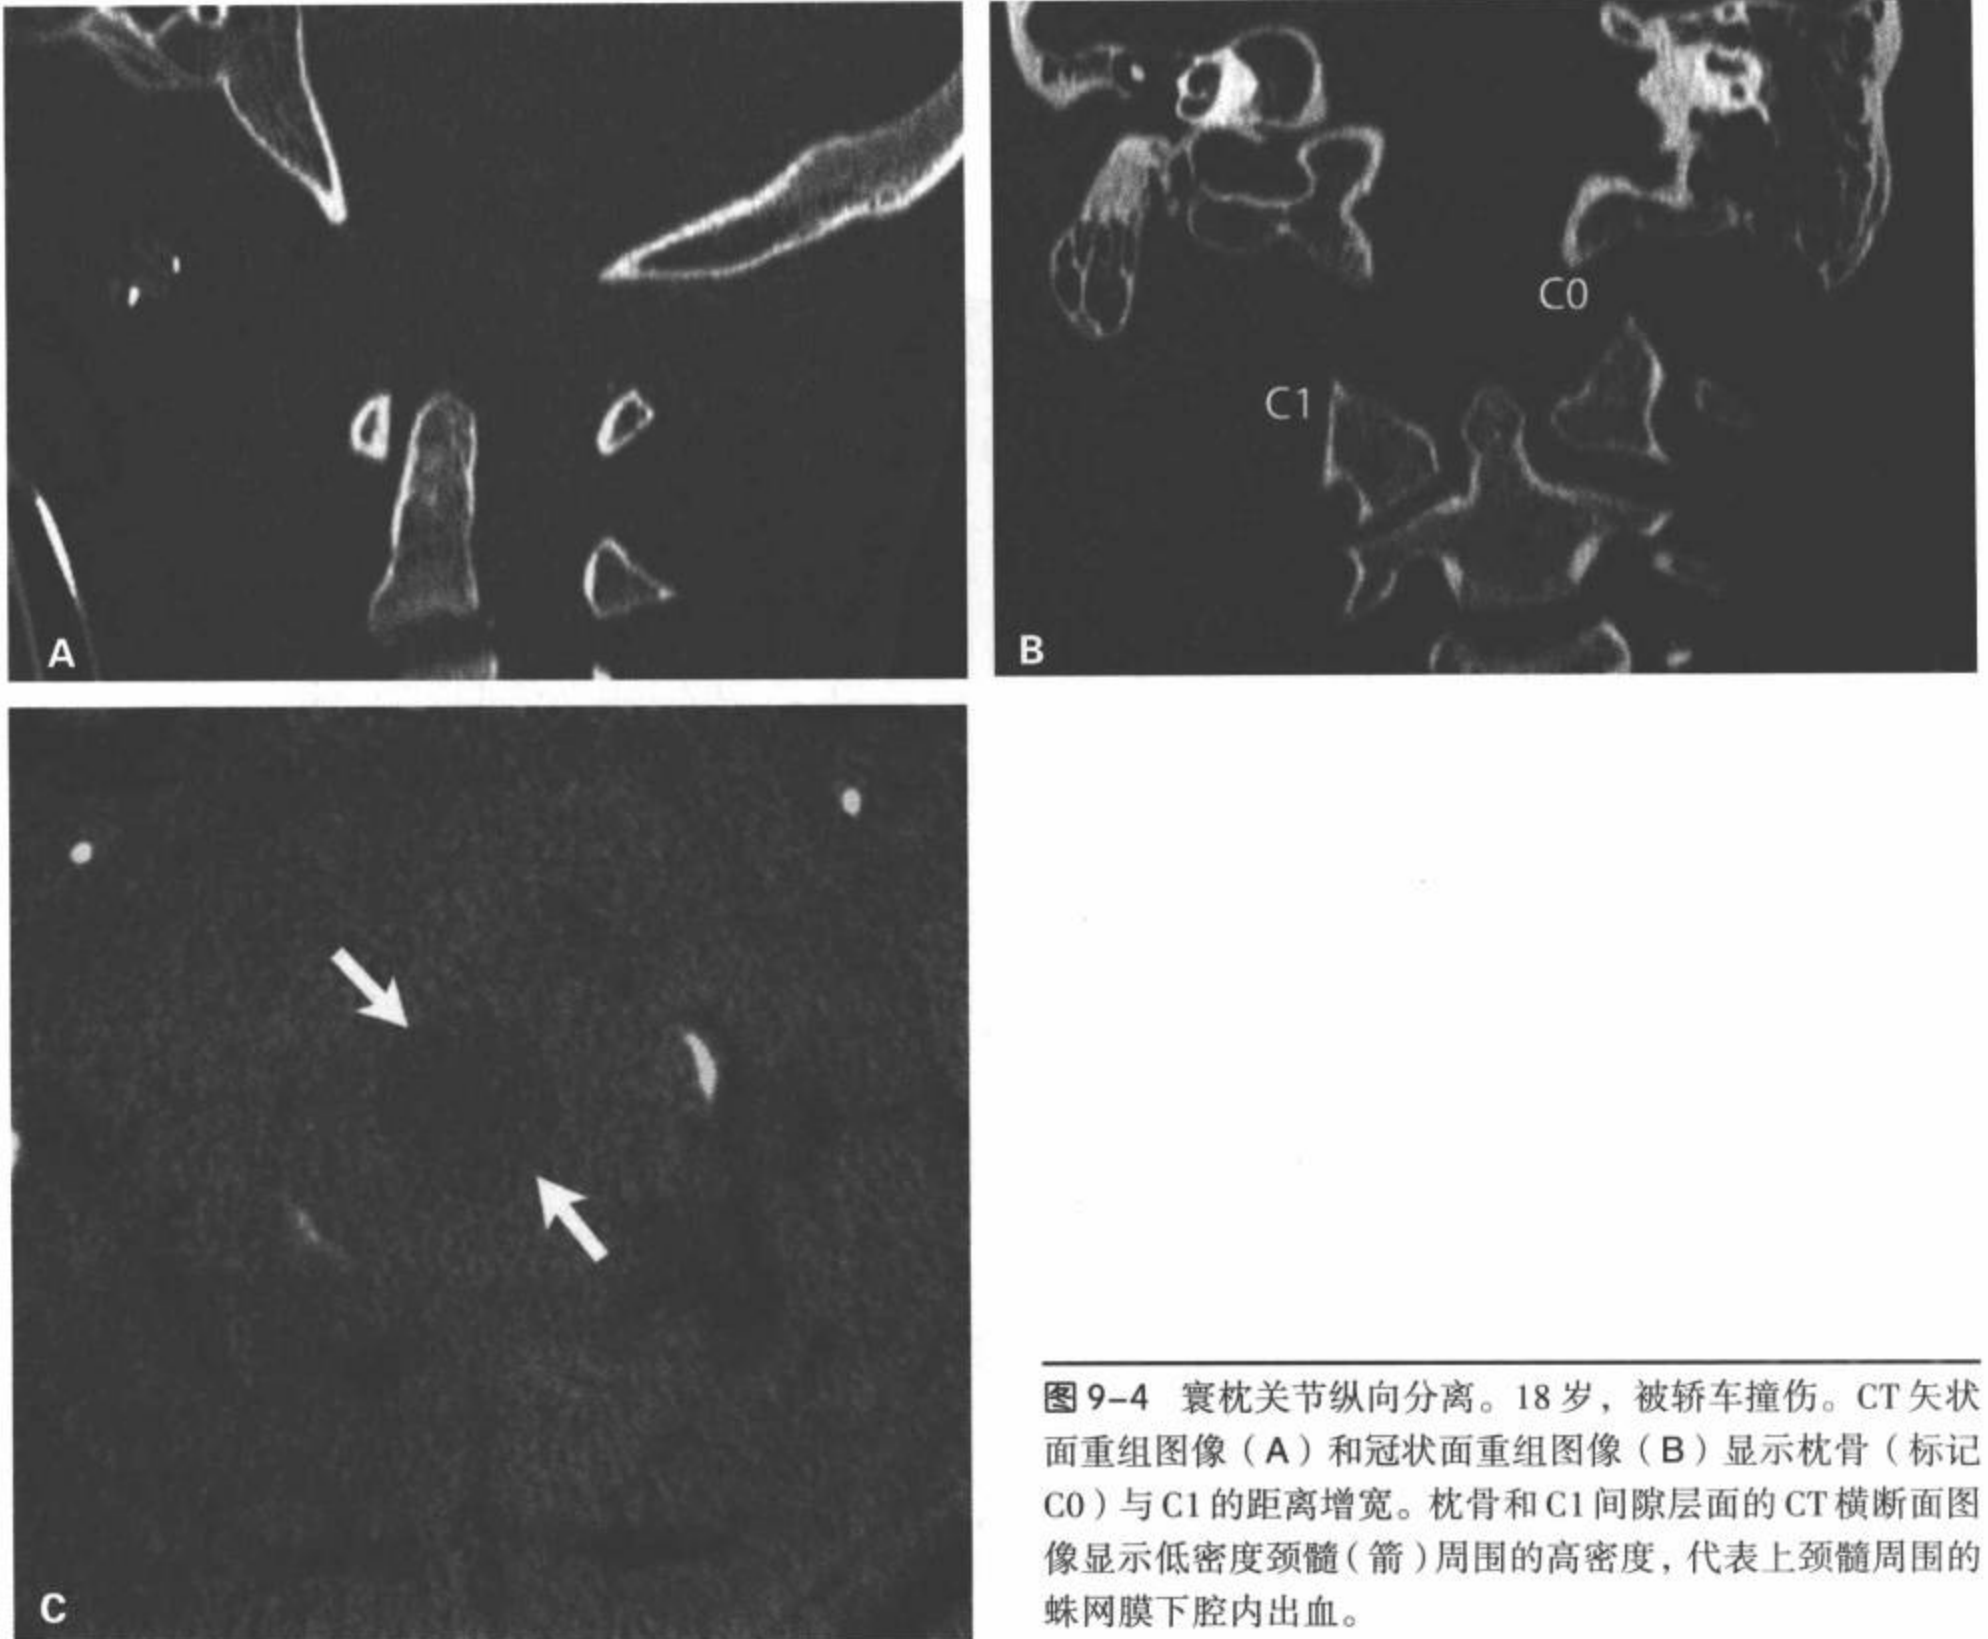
寰枕关节纵向分离。18 岁，被轿车撞伤。CT 矢状面重组图像 (A) 和冠状面重组图像 (B) 显示枕骨 (标记 C0) 与 C1 的距离增宽。枕骨和 C1 间隙层面的 CT 横断面图像显示低密度颈髓 (箭) 周围的高密度，代表上颈髓周围的蛛网膜下腔内出血。
